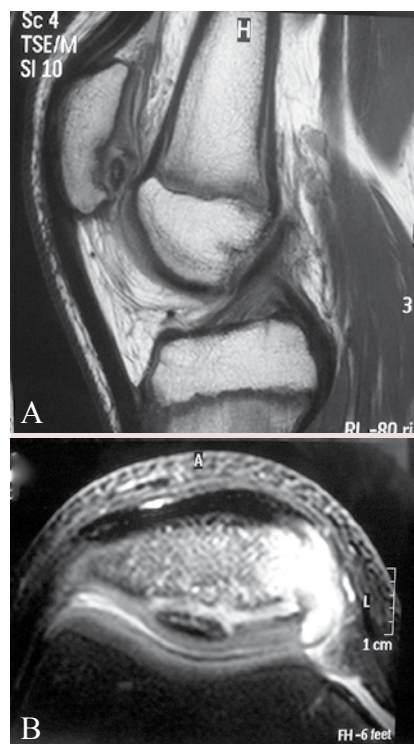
Osteocondrite de patela (A). Ressonância magnética do joelho (B).
